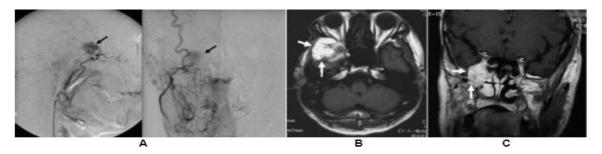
En la imagen A observamos una angiografía de la cara lateral y frontal de la carótida externa que demuestra claramente una lesión (flecha negra) sugestiva de hemangiopericitoma. En imagen B observamos una RM T1-WI contrastada en un corte axial que demuestra una lesión que capta contraste (flecha blanca) en región del lóbulo temporal. En Imagen C observamos misma RM pero sin contraste (menos intensa). (1)
